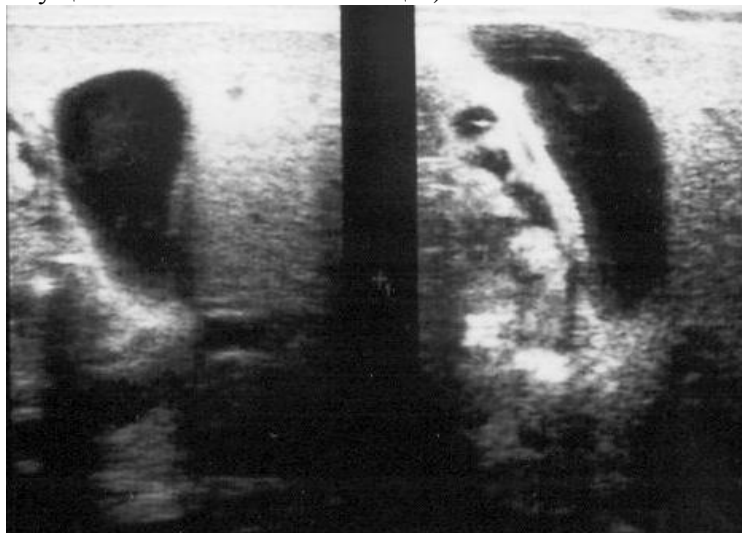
УЗИ. Острый холецистит у ребенка в возрасте 1,5 месяца. Желчный пузырь увеличен, стенка тонкая, в полости желчного пузыря эхонеоднородная желчь со сгустками.
